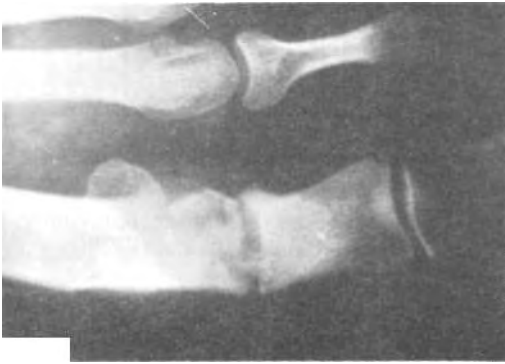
Radiografía. Osteocondritis cabeza del Metatarsiano.
